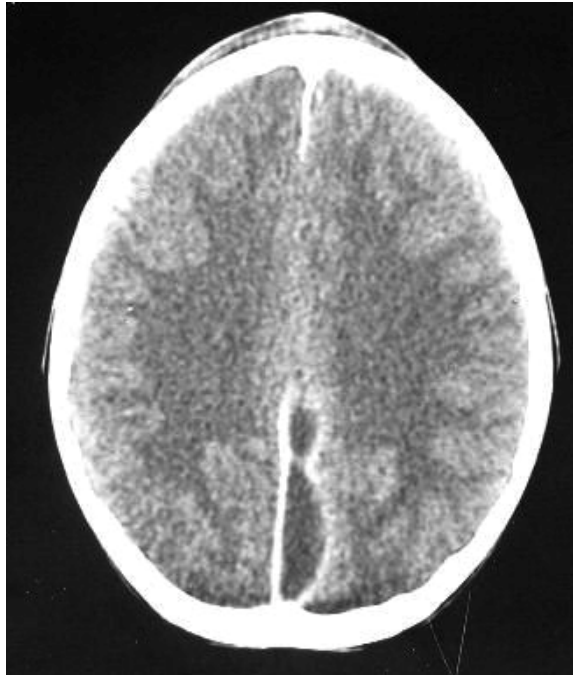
B : TDM coupe axiale sans PDC du même patient après traitement
